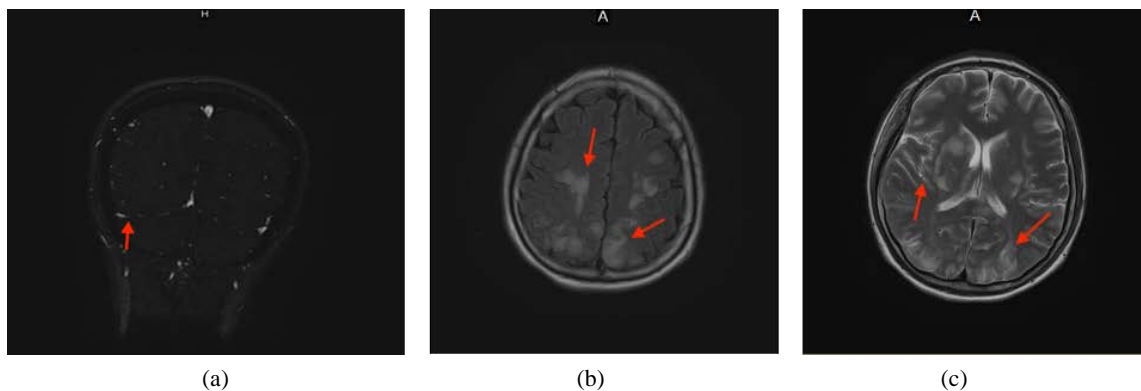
Cranial MRI image of a patient with reversible posterior encephalopathy syndrome on day 1 of hospitalization. (a): MRV shows a slightly slender right transverse sinus (\uparrow); (b): Multiple clockwork lamellar high signal is seen bilaterally under the occipital cortex; (c): Fluid-attenuated inversion recovery sequence (FLAIR) of the lesion shows high signal (\uparrow) and diffusion-weighted imaging (DWI) shows a striped high signal shadow
